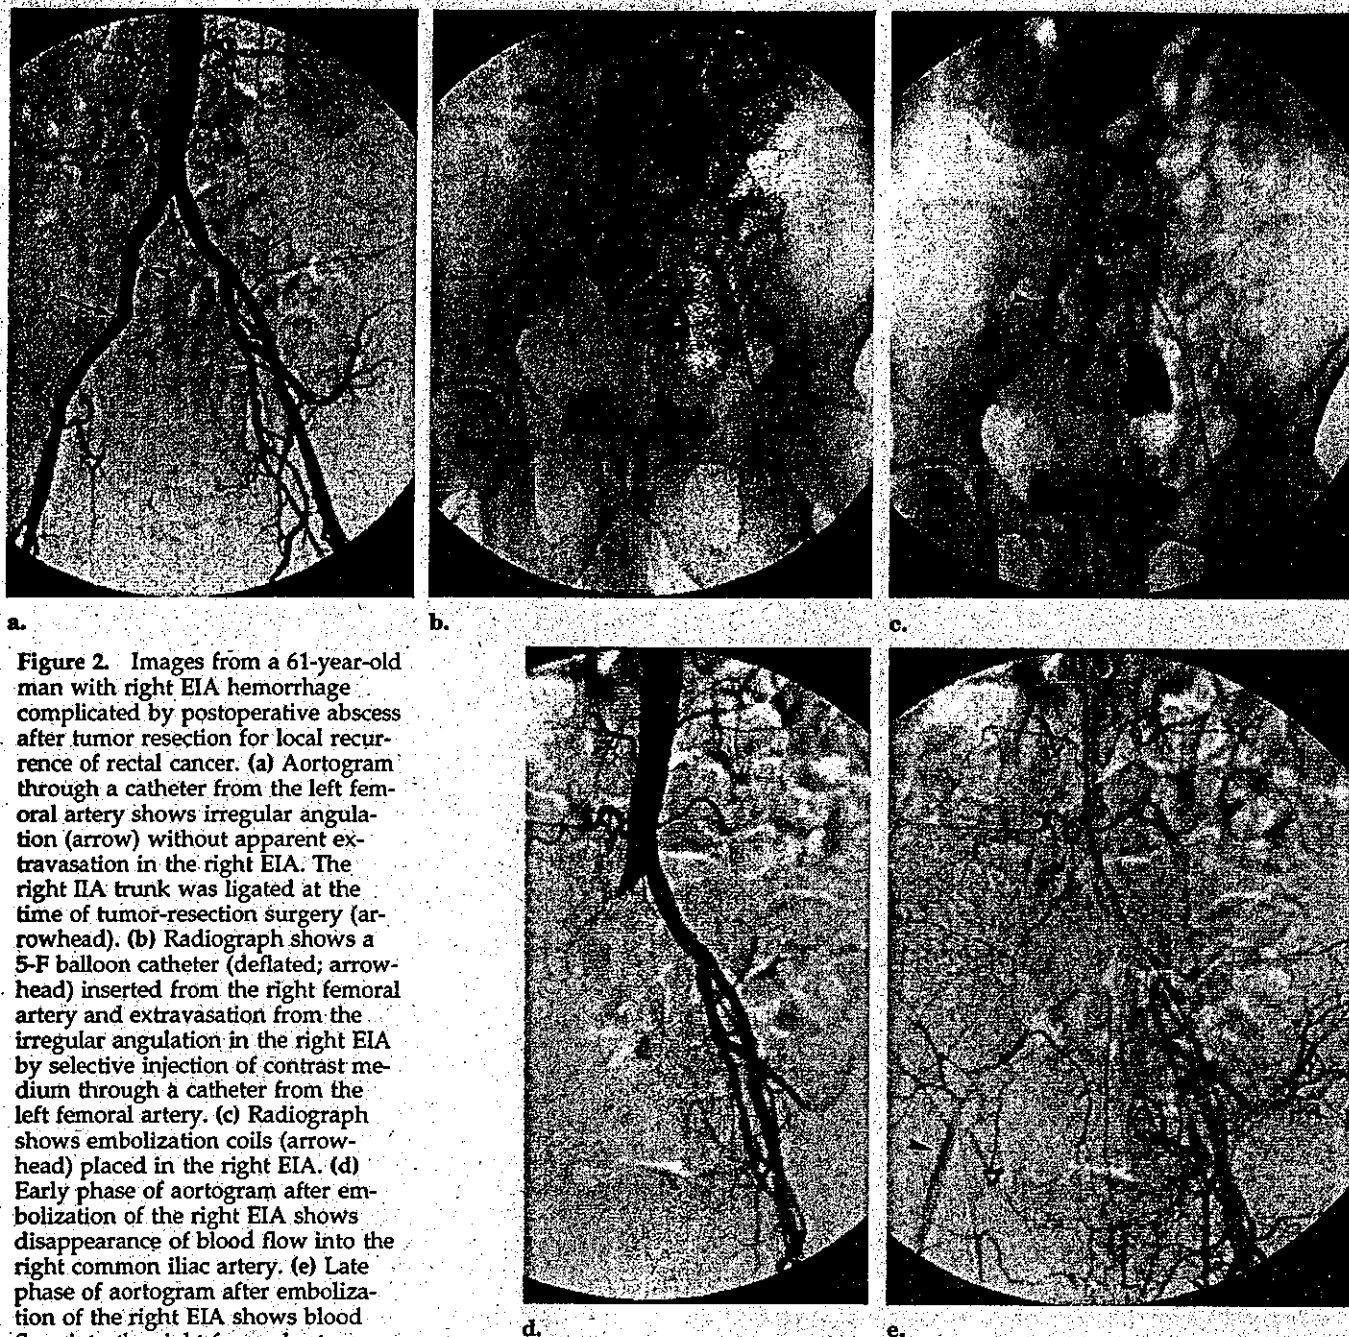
Images from a 61-year-old man with right EIA hemorrhage complicated by postoperative abscess after tumor resection for local recurrence of rectal cancer. (a) Aortogram through a catheter from the left femoral artery shows irregular angulation (arrow) without apparent extravasation in the right EIA. The right IIA trunk was ligated at the time of tumor-resection surgery (arrowhead). (b) Radiograph shows a 5-F balloon catheter (deflated; arrowhead) inserted from the right femoral artery and extravasation from the irregular angulation in the right EIA by selective injection of contrast medium through a catheter from the left femoral artery. (c) Radiograph shows embolization coils (arrowhead) placed in the right EIA. (d) Early phase of aortogram after embolization of the right EIA shows disappearance of blood flow into the right common iliac artery. (e) Late phase of aortogram after embolization of the right EIA shows blood flow into the right femoral artery (arrowhead) via collaterals from distal branches of the right IIA.
